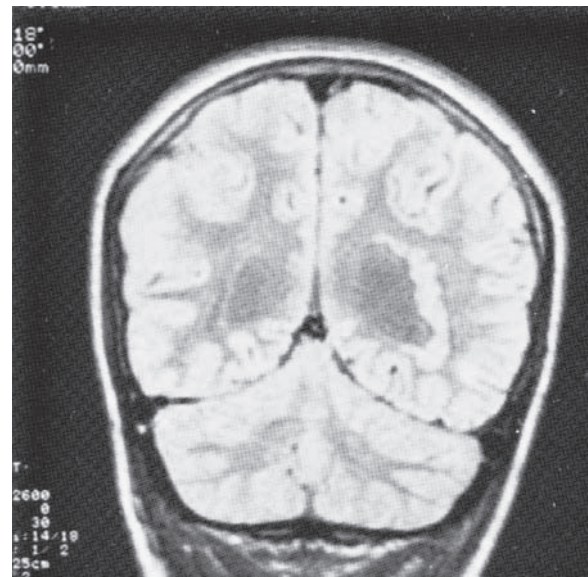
Imagen de resonancia magnética de plano coronal de un lactante que experimentaba convulsiones. Se encuentra un gran agregado heterotópico de sustancia gris en la profundidad de la sustancia blanca, junto al ventrículo lateral. Además, parece haber un aumento de los repliegues de la corteza cerebral (polimicrogiria).
